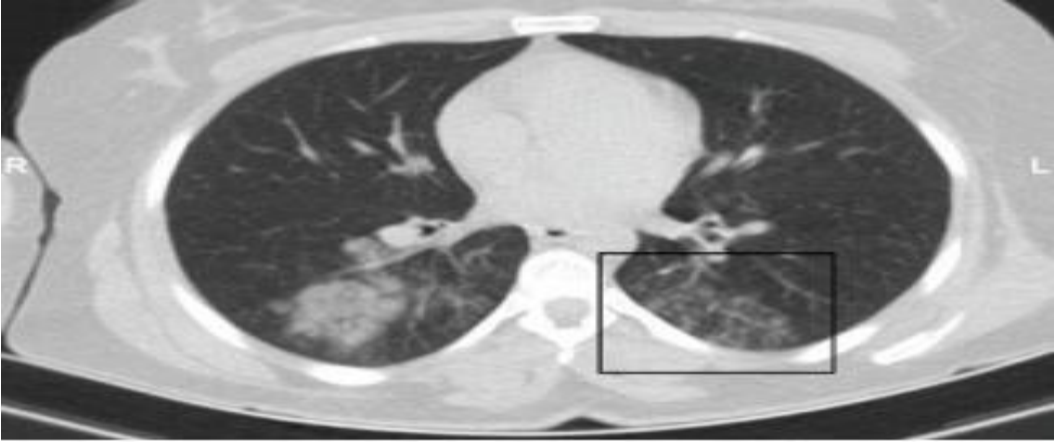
Kontrastsız toraks bilgisayarlı tomografi görüntüsünde her iki akciğerde buzlu cam opasitesi (77)
